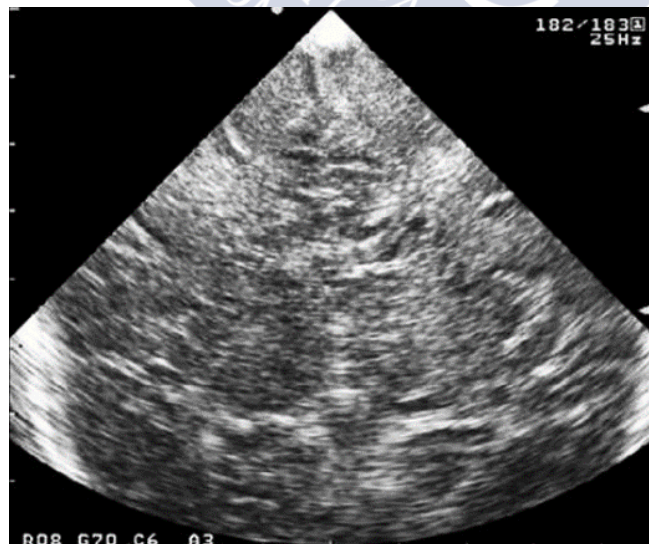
Ecografía transfontanelar: Datos de edema cerebral (hiperecogenicidad difusa cerebral, colapso ventricular)
